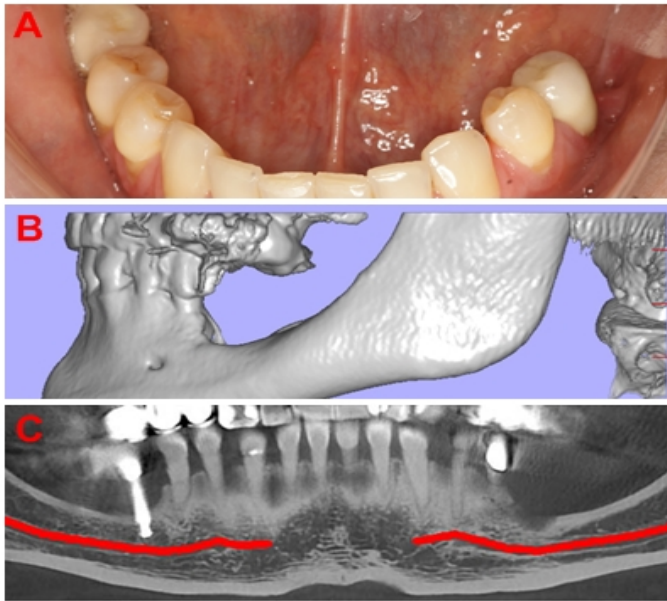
Examen preoperator: intraoral (A) și reconstrucție CT cu defect osos major cadran IV (B,C).
